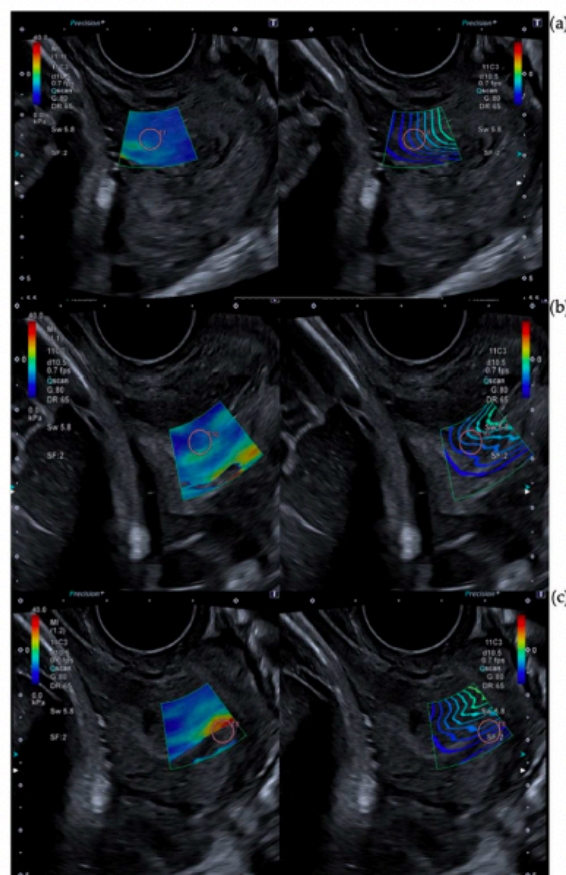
Technical considerations of SWE measurements. Figure 1 shows different SWE captures. The left image is a color map of elastography and the right one is a propagation map. Both of them overlay b-mode ultrasound images. (a) Represents a correct ROI position with an adjusted elastography box and linear waves in the propagation map in the inner anterior lip. (b) Shows a wrong capture of SWE although the color map is complete and the linear map is more or less linear, ROI emplacement is incorrect due to its position in the middle of the canal. (c) Represents a wrong capture due to ROI emplacement, no color caption, and high distortion in the propagation map.
